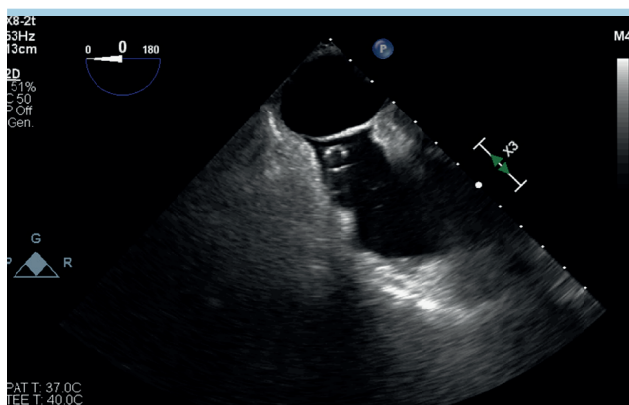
Ecocardiogramma transesofageo: l'immagine mostra la cannula venosa del supporto circolatorio (tagliata trasversalmente) correttamente posizionata in atrio destro in assenza di contatto con il setto interatriale.
